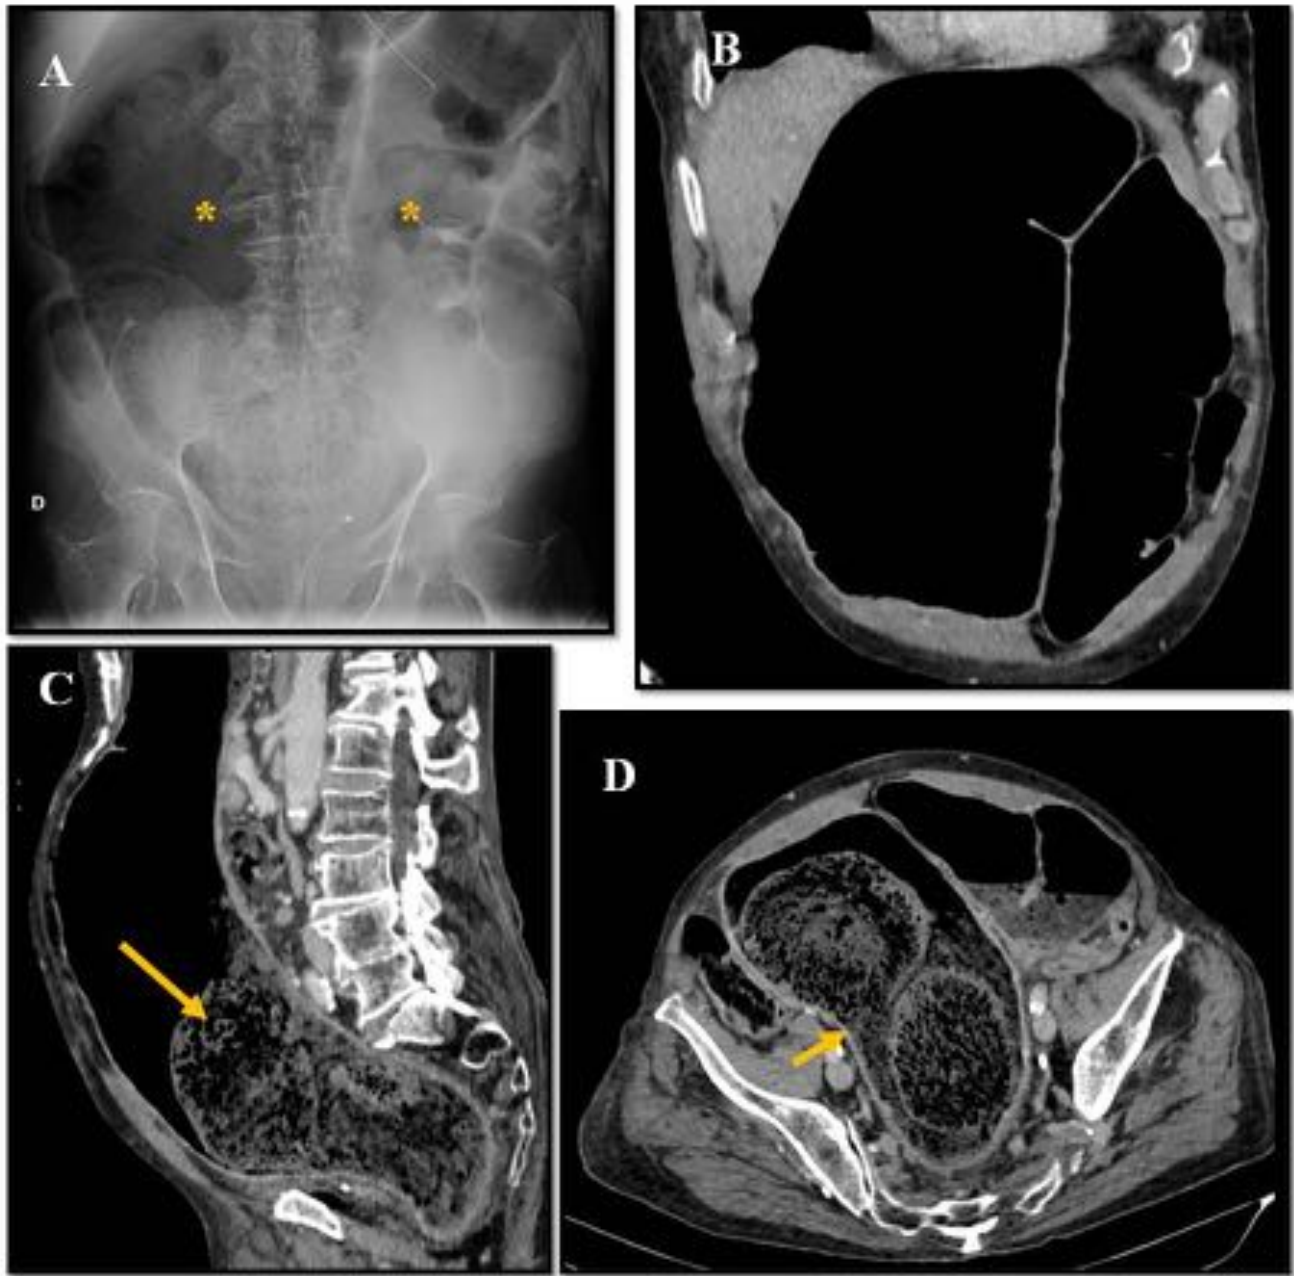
Diagnóstico diferencial del vólvulo de sigma, fecaloma. Varón de 88 años con importante dolor abdominal. A) En la rx de abdomen se observa importante dilatación del sigma que adquiere morfología en U invertida (*). B) Imagen coronal de TC. Dilatación del sigma que adquiere una morfología en U invertida. C y D) Imágenes en plano sagital y axial. Gran fecaloma que condiciona obstrucción intestinal con dilatación del recto y del marco cólico (flecha), simulando un vólvulo de sigma.
